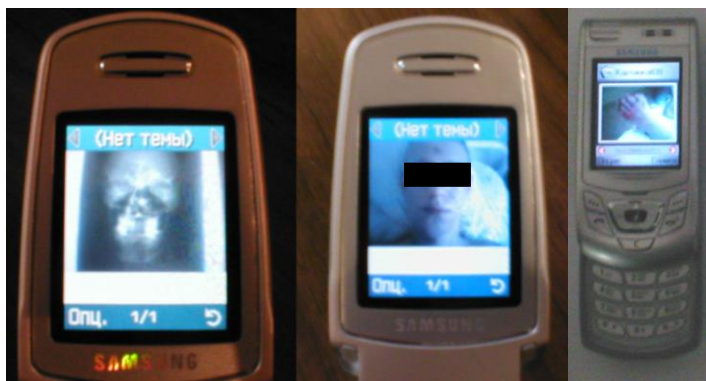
Оцифрована медична інформація на екрані мобільного телефону (рентгенограма, locus morbi)
